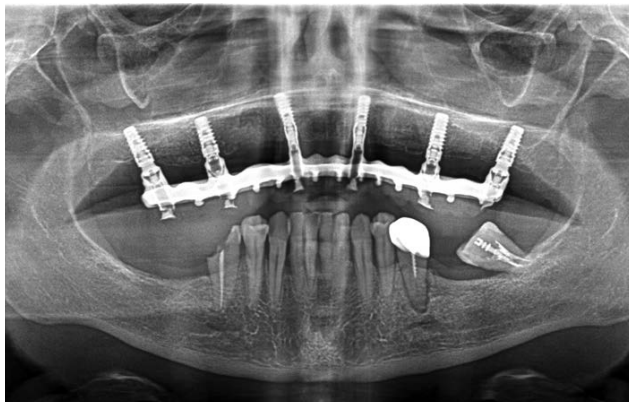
Radiographie panoramique 2D finale avec prothèse d'usage en place
